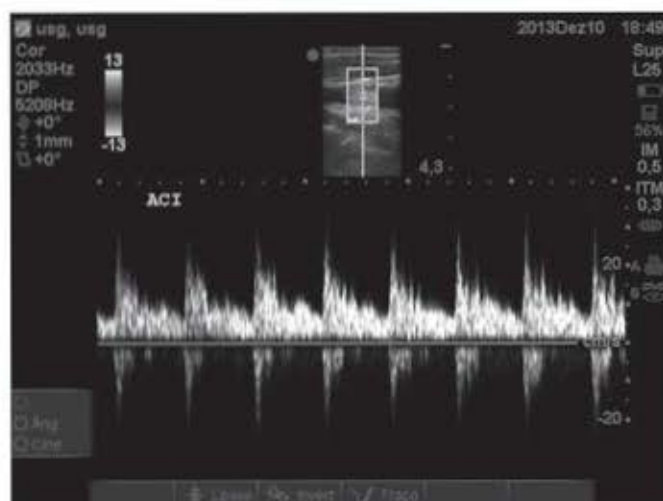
Doppler* espectral da artéria carótida interna.
